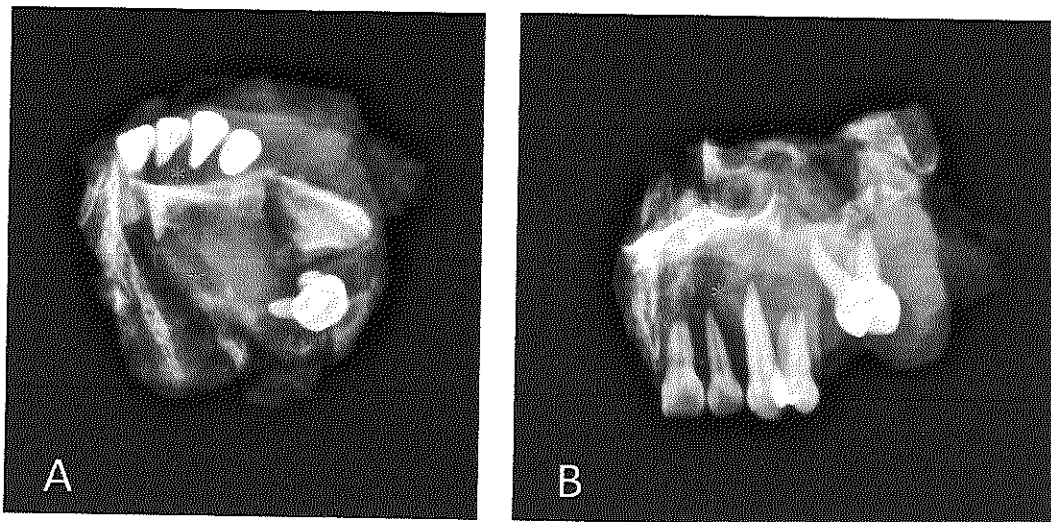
Radiografía oclusal (A) y posterior (B) de la pieza quirúrgica de maxilectomía derecha donde se aprecia la gran pérdida de tejido óseo del hueso alveolar (asterisco) y porción palatina (flecha) en relación a los órganos dentarios.
